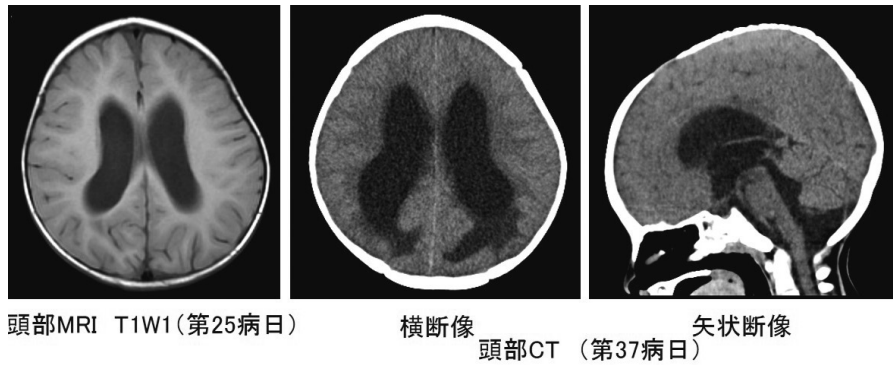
頭部MRI T1W1 (第25病日), 頭部CT (第37病日)
